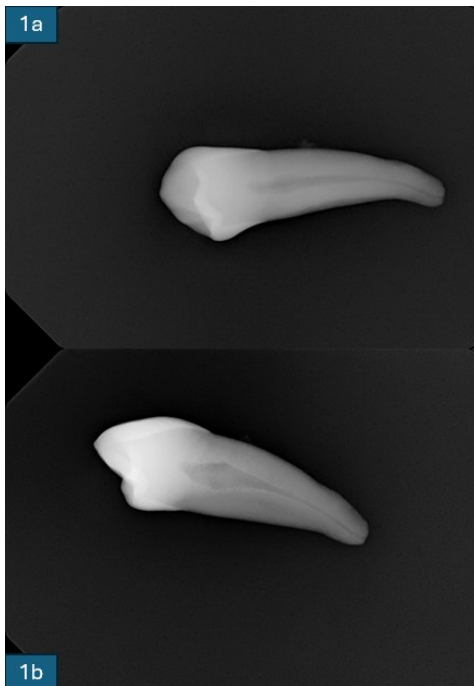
Radiografias periapicais nos sentidos vestibulo-lingual (1a) e mésio-distal (1b) do espécimen nº5 em posição vertical.
